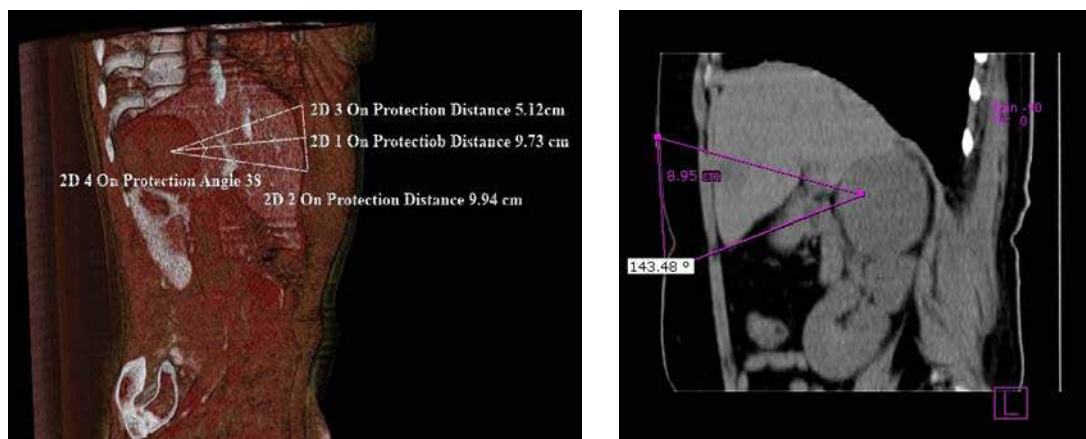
Создание треугольника с определением предположительного угла операционного действия. А – из переднего трансабдоминального доступа (МСКТ); Б – из бокового минилюмботомного доступа (КТ).
